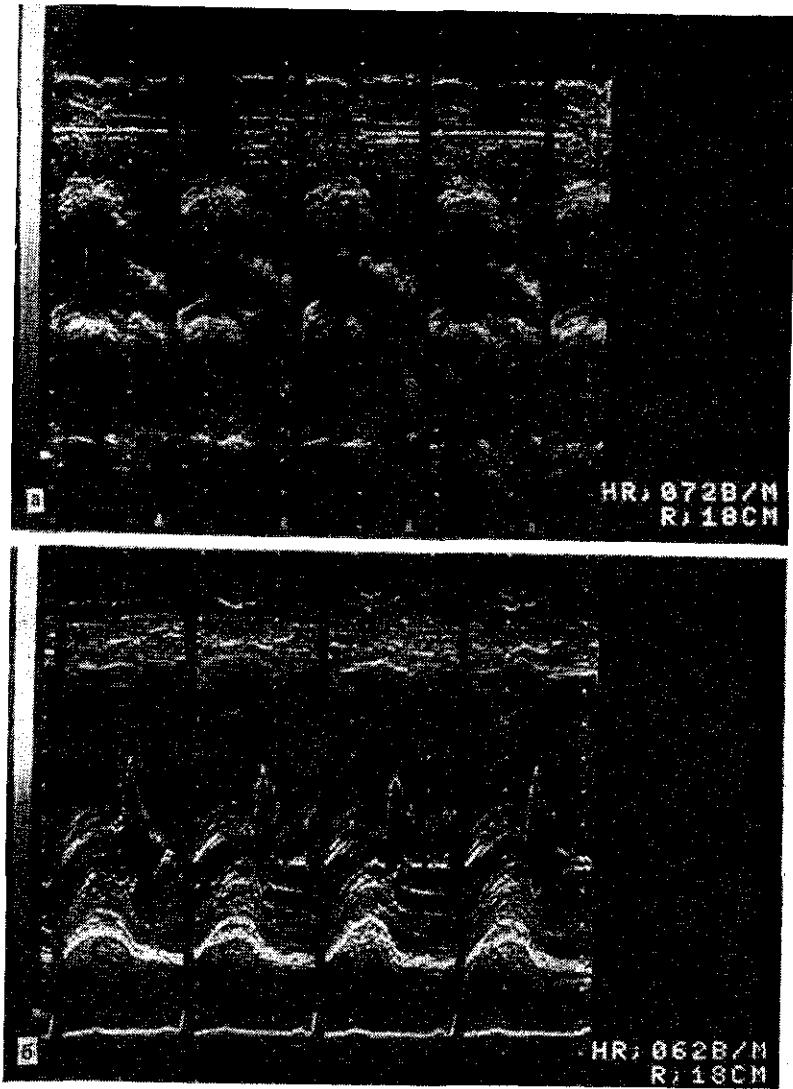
Эхокардиограммы больной Л., 38 лет, в режиме М (а), больного А., 42 лет, в режиме М (б, в) и В (г) при инфекционном эндо-кардите.
